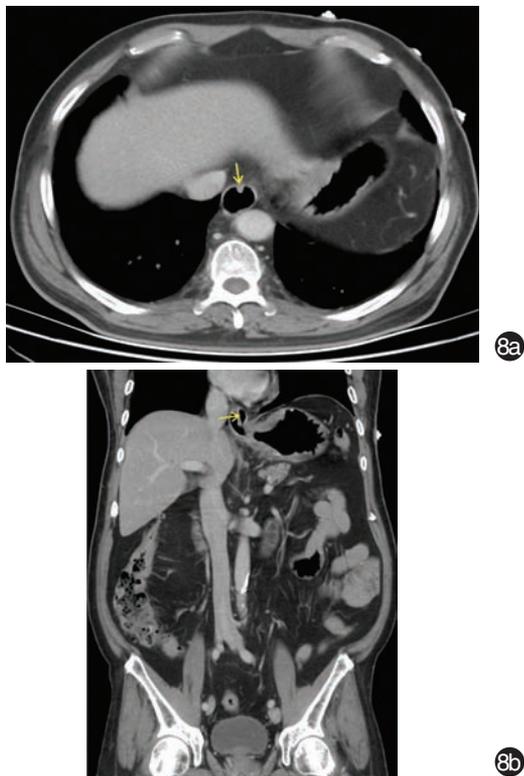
CT对食管受侵上缘的显示(本中心病例图片) 8a. 癌肿沿食管壁呈条形浸润上侵,轴位断层显示为前壁结节(黄箭所示);8b. 冠状位显示条形浸润灶(黄箭所示)
